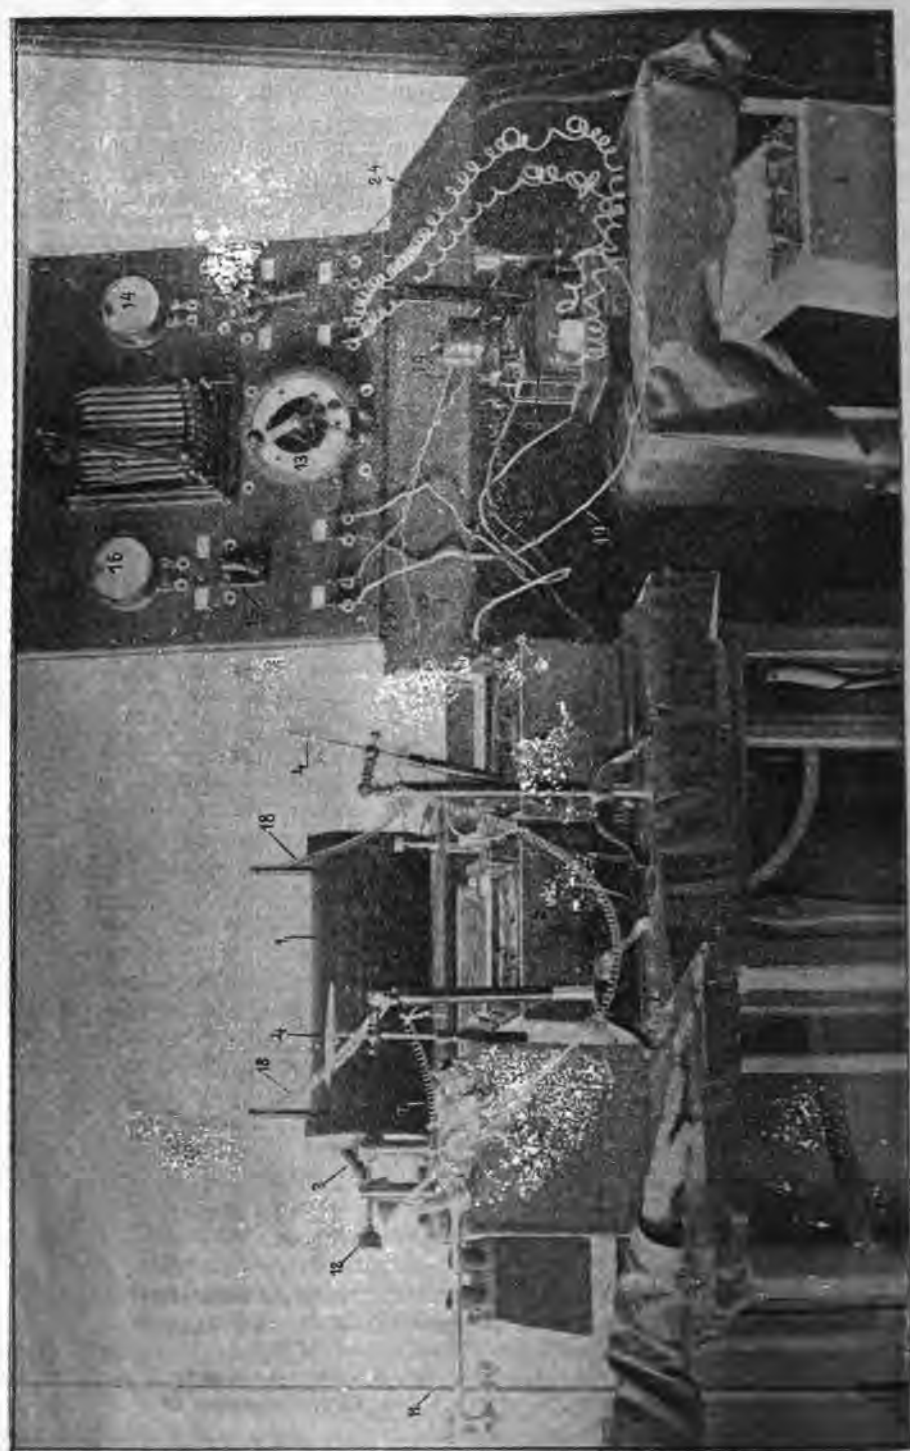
Appareils employés à l'hôpital Coller pour l'étude des radiographies.
